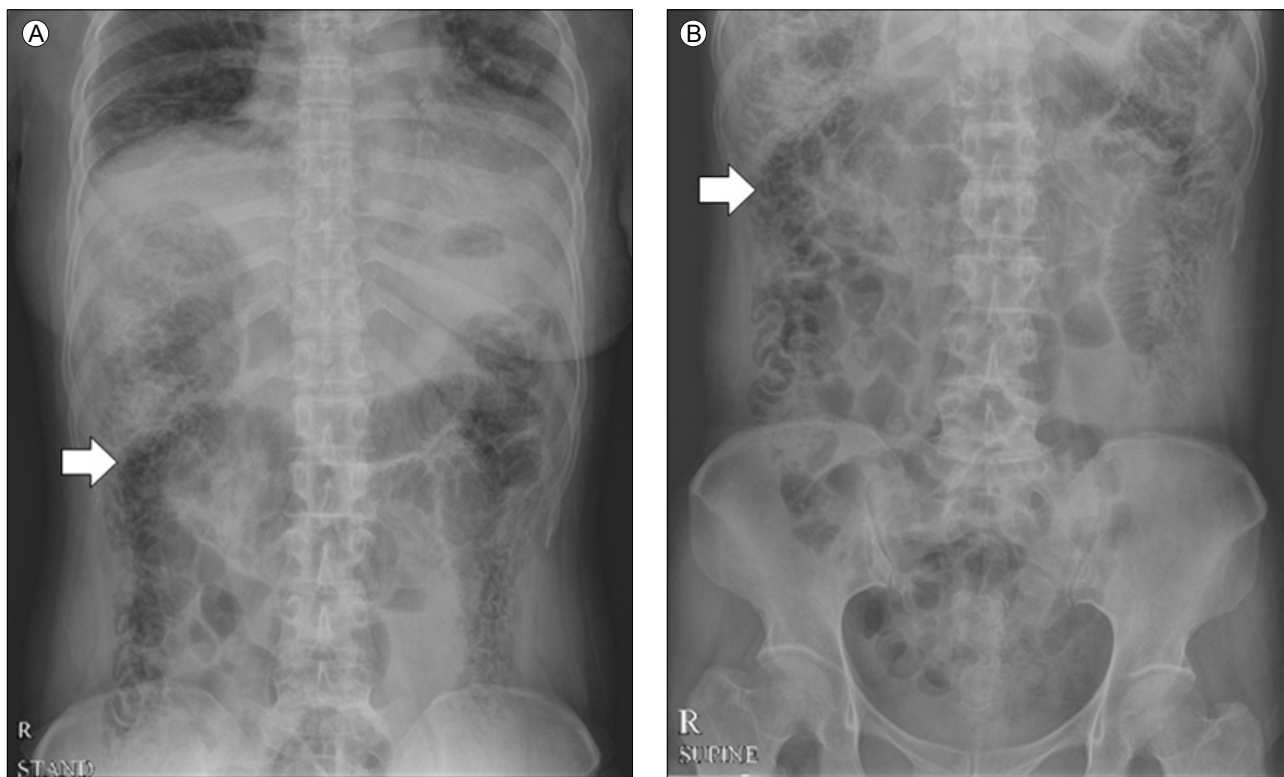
(A) Plain radiographs reveal intraluminal gas along small and large bowels (arrow). (B) Intraluminal gas along small and large bowel is shown (arrow).
